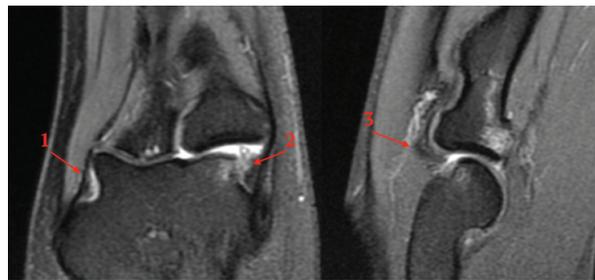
Магнитно-резонансная томография правого локтевого сустава пациентки 38 лет. 1 — повреждение медиальной коллатеральной связки; 2 — повреждение латерального связочного комплекса и общего сухожилия разгибателей запястья и кисти; 3 — повреждение латерального связочного комплекса и заднелатерального отдела капсулы локтевого сустава; 4 — повреждение кольцевидной связки. \* — подвывих локтевой кости
